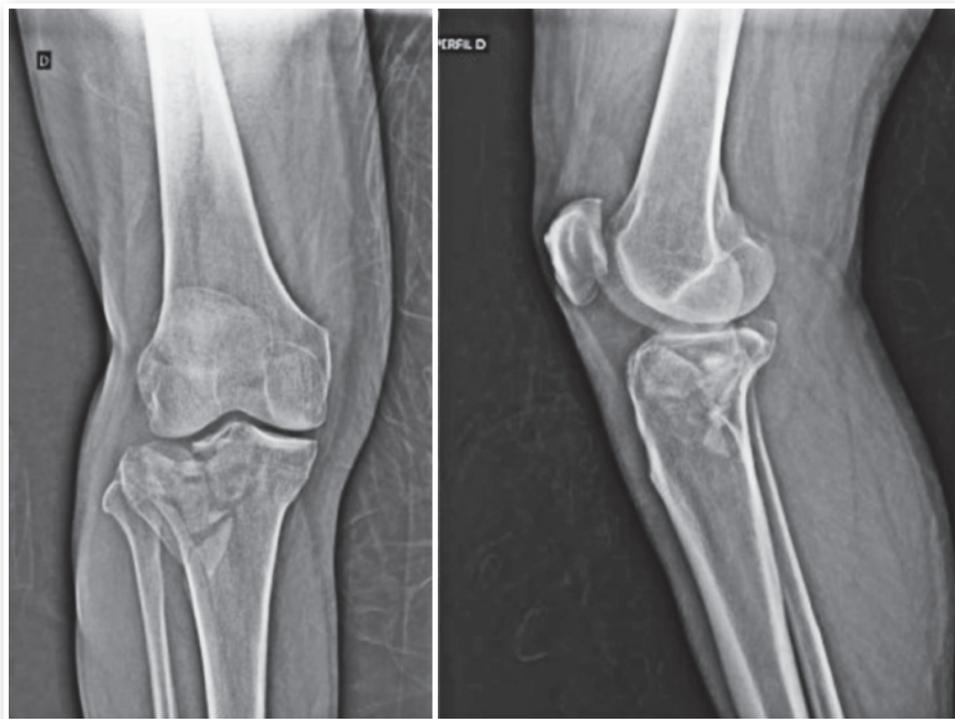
Radiografia anteroposterior e perfil do joelho.
